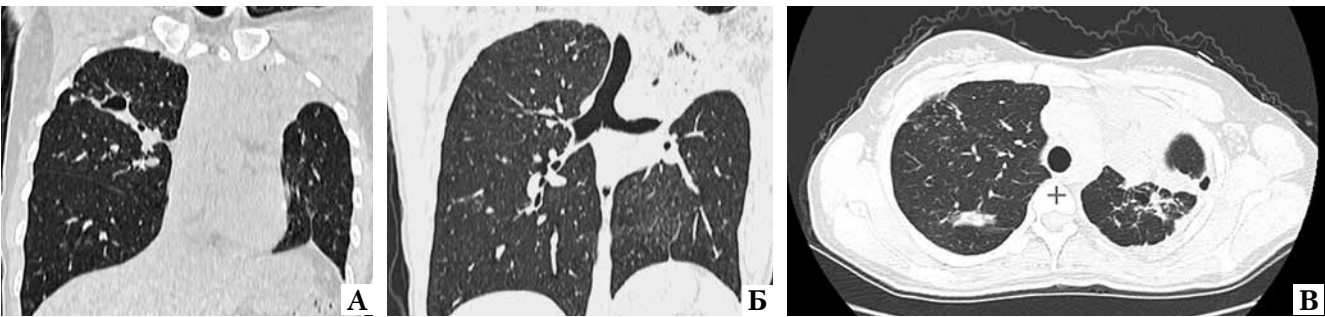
Больная В. КТ ОГК от 12.05.2022 (через 2 месяца после установки ЭК слева): А – каверна S3 правого легкого без изменений (реконструкция); Б (реконструкция), В – ателектаз верхней доли левого легкого
